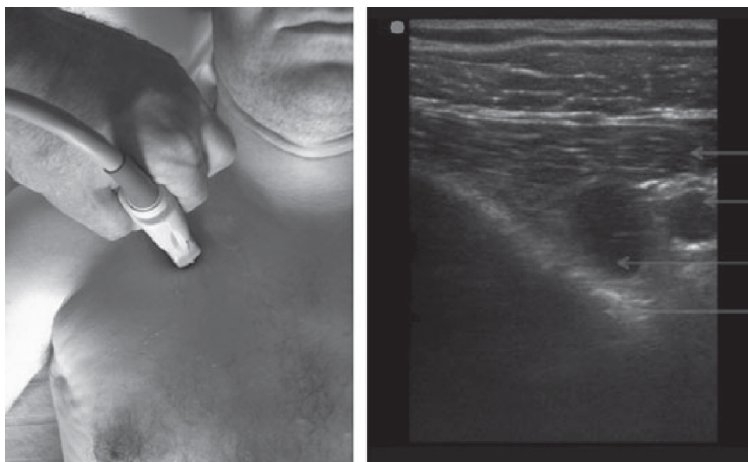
Vista de eje corto de la vena subclavia: (A) Posición de la sonda para eje corto infraclavicular; (B) Imagen de ultrasonido correspondiente. [7]
